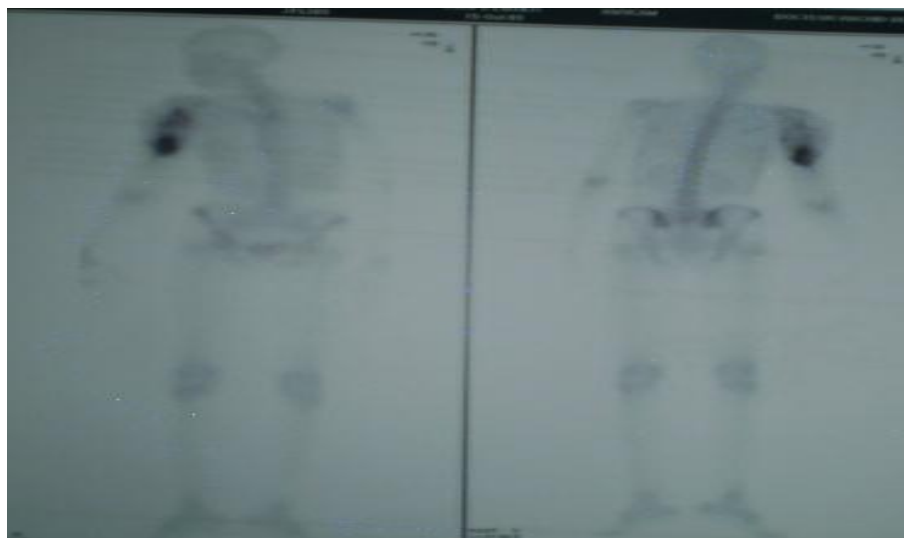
l'aspect scintigraphique de l'OS de l'humérus proximal
